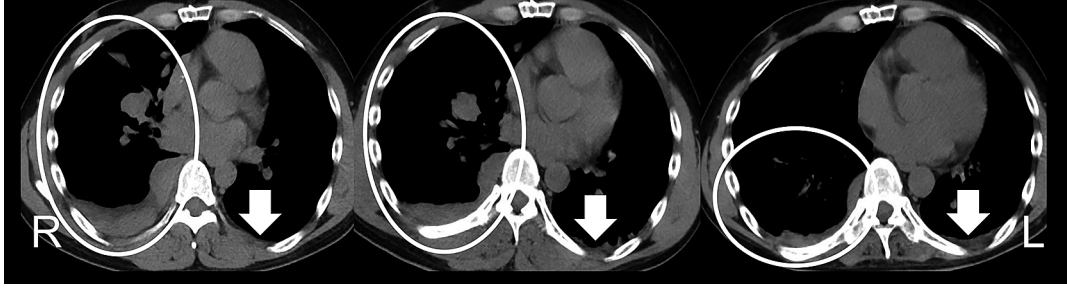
Chest CT images of the patient.
